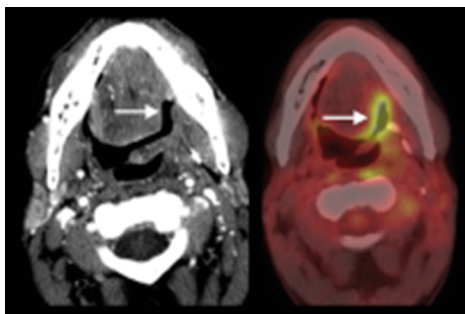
Категория NI-RADS 2a: орофарингеальный плоскоклеточный рак, состояние после ХЛТ. Первичная ПЭТ/КТ с КУ через 12 недель после ХЛТ: показывает изъязвление вдоль левой языкоглоточной борозды (стрелка) без подозрительных на рецидив изменений на КТ с КУ. Однако ПЭТ показывает интенсивный захват FDG в этой области (стрелка). Изменения категории NI-RADS 2a, хирурги должны обратить пристальное внимание на эту область. При осмотре выявлены постлучевые изменения, что подтвердила последующая ПЭТ [21]
